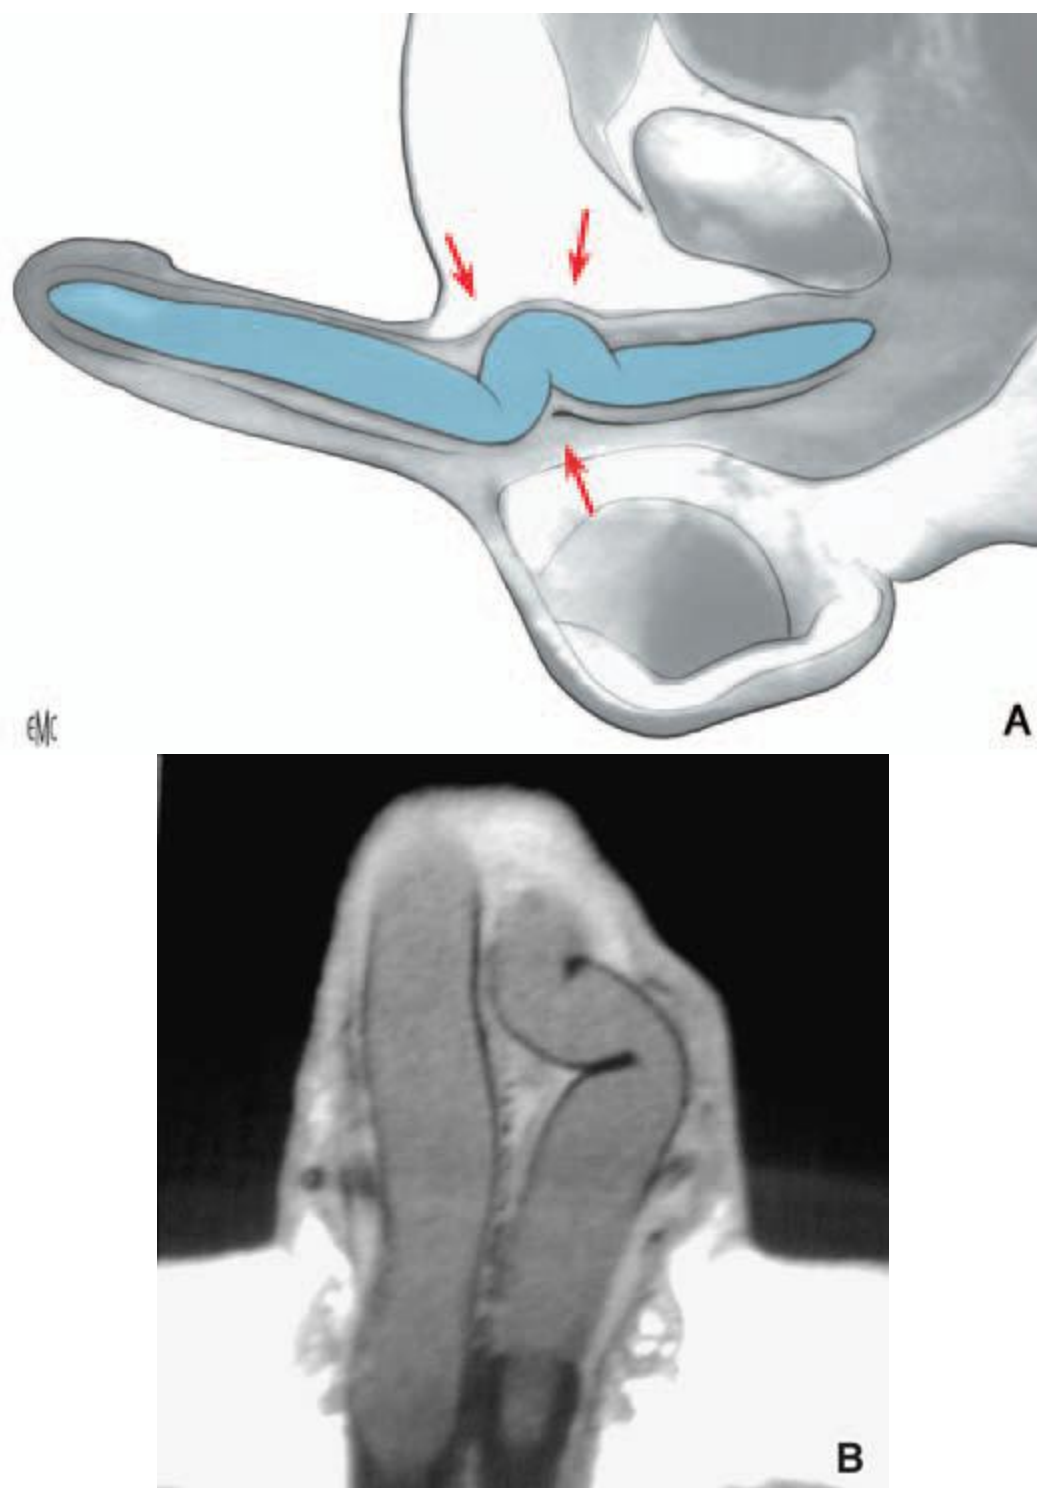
Déformation en S : aspect en IRM
